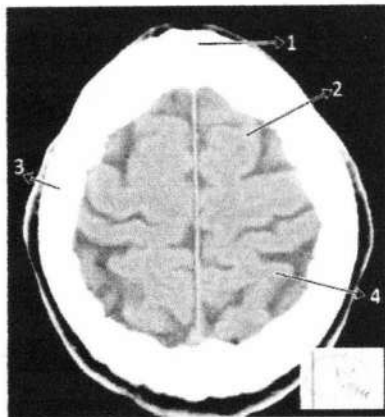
Anatomi Otak Irisan *cross sectional* 10 pada CT (Moeller,2007)
